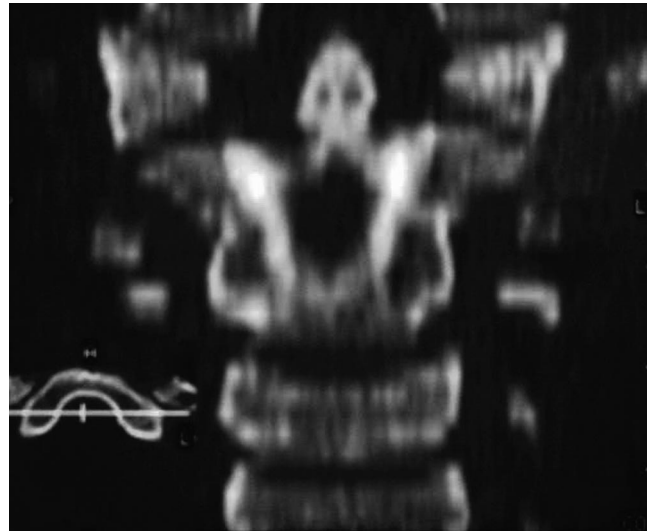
The axial computed tomography scan shows the dysplastic lateral mass and the subluxation of the atlas.
